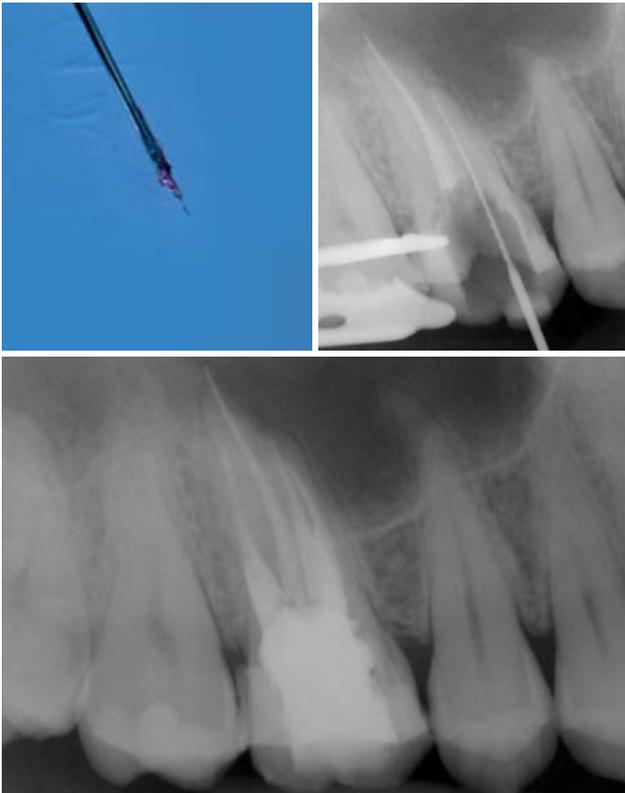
Entferntes Instrument. – Abb. 6: Röntgenkontrollaufnahme nach Entfernung des Wurzelkanalinstruments. – Abb. 7: Kontrollröntgenbild nach Abschluss der Wurzelfüllung.
